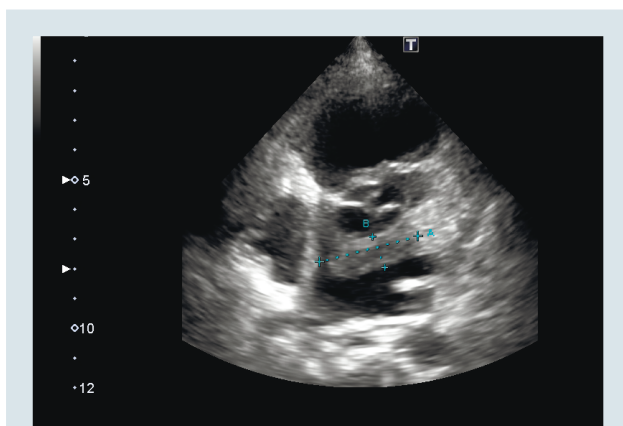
Эхокардиограмма пациентки Н. после проведенного лечения
